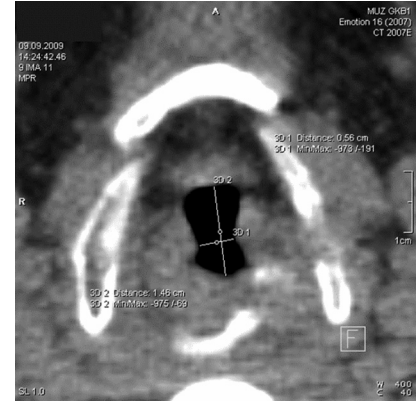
МСКТ пациента П., 23 года. Суженный отдел трахеи (1,46×0,56 см), аксиальная проекция.
